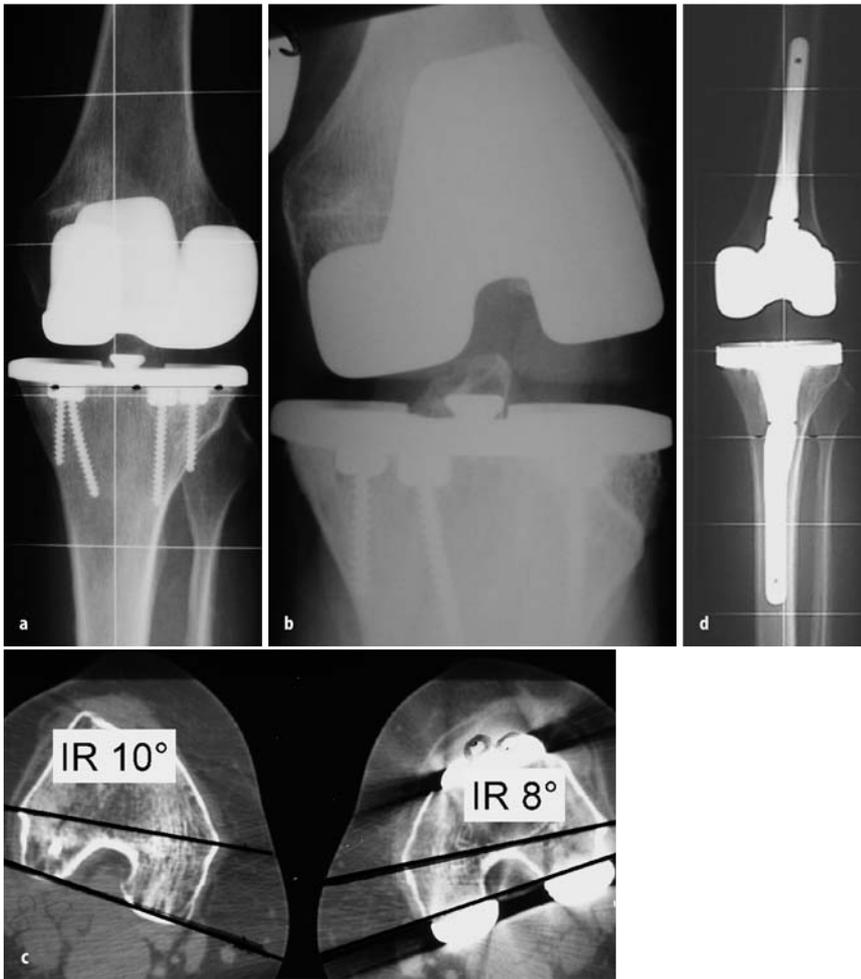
d ▲ Instabiler Beugespalt. 39-jährige Patientin mit vorderem Knieschmerz seit Jahren, 3-malige Voroperation an der Patella dann Patellektomie und später KTEP; weiterhin therapierefraktärer vorderer Knieschmerz mit guter Beweglichkeit. a Normales a.-p.-Röntgen mit guter Beinachse (1° Varus). b Stressaufnahme in 60° Beugung zeigt die Instabilität im lateralen Beugespalt. c CT Femur beidseits zeigt links eine anatomische Variante mit einem hinteren Kondylenwinkel von 10° , rechts eine Innenrotationsfehlstellung der Femurkomponente von 8° , (die Prothese wurde in 2° Außenrotation zur HKL eingebaut, Tibiarotation normal). d Postoperatives Röntgen nach erfolgreicher Revision mit Wechsel der Komponenten auf ein Revisionssystem mit PS-Gleitfläche
